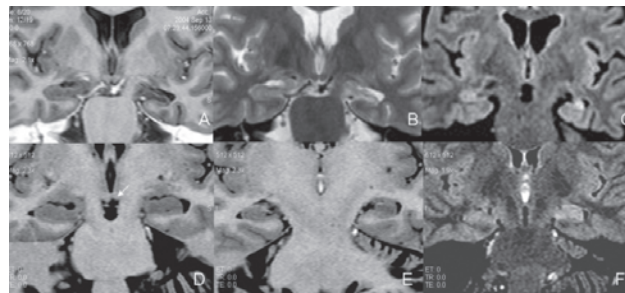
RM de dois pacientes diferentes, ambos com EMT esquerda. Paciente 1 (A à C). Seqüências coronais pelas técnicas inversão-recuperação (IR) ponderada em T1 (A), fast spin-echo ponderada em T2 (B) e FLAIR (C). Observar acentuada atrofia do hipocampo esquerdo, com hipossinal em T1 (A) e hipersinal em T2 (B) e FLAIR (C). Paciente 2 (D à F). Seqüências coronais IR, no nível da cabeça (D) e corpo (E) do hipocampo, demonstrando perda das digitações da cabeça e da arquitetura interna do hipocampo esquerdo, sem atrofia significativa. Observe em D atrofia do corpo mamilar esquerdo (seta). F: Seqüência coronal FLAIR no nível do corpo do hipocampo, demonstrando hipersinal do lado esquerdo.
